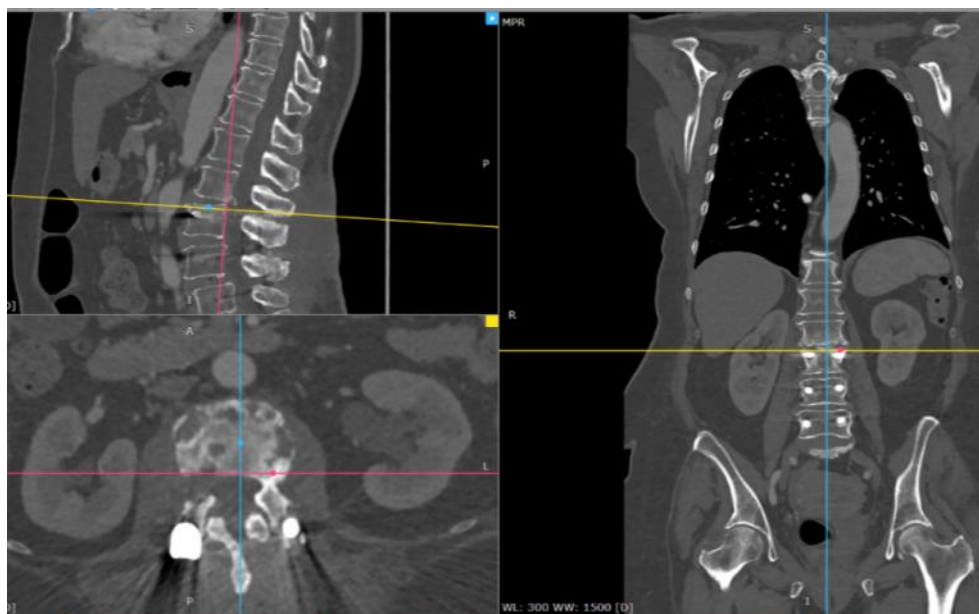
Фотовідбитки КТ (профіль, фас, зріз у поперечній площині) хворої К. 48 років, історія хвороби № 96218 через 3 місяці після хірургічного лікування. Ознаки спондилодисциту на рівні сегменту L_{II}–L_{III}, суміжного до зони інструментації
